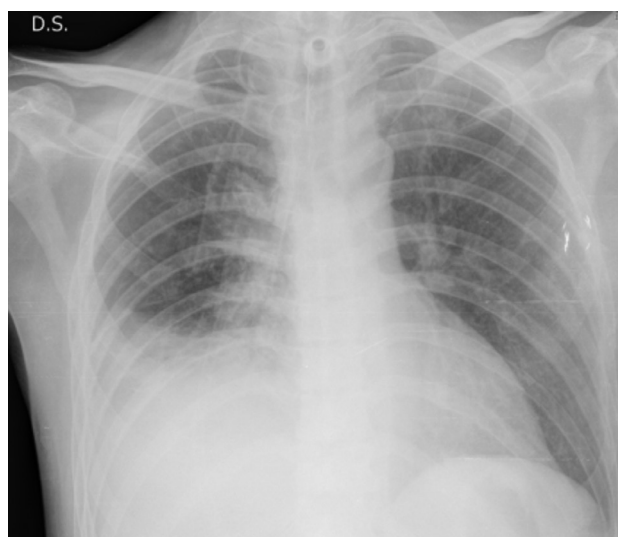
Radiografía de tórax (13/11/2013). Se aprecia infiltrado alveolar en base pulmonar derecha no presente en radiografías previas
